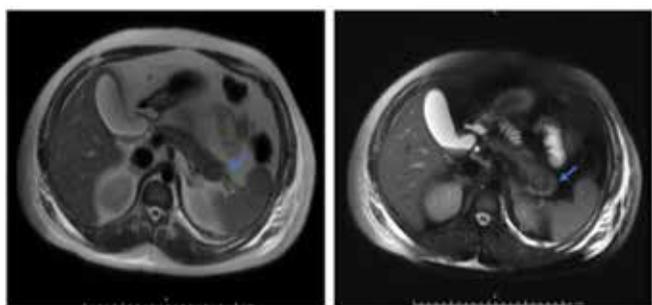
Resonancia nuclear magnética de abdomen. Lesión focal en la cola pancreática por sus características pudiendo corresponder a lesión de origen neuroendocrino.
